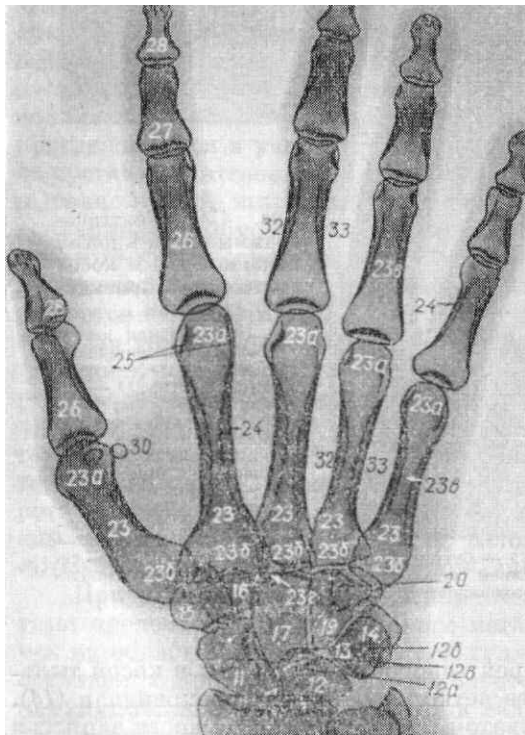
Рентгенограмма кисти в прямой ладонной проекции.
